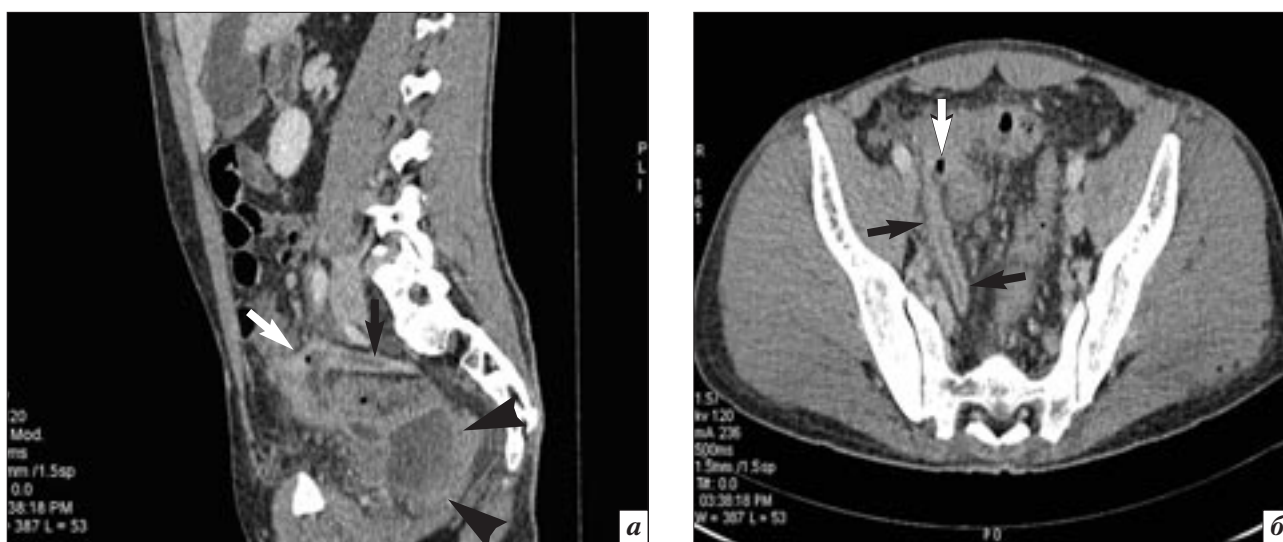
МСКТ-картина у пациента с острым гангренозным аппендицитом, абсцессом: *а* – сагиттальная реконструкция; *б* – аксиальная проекция. Аппендикс увеличен в размерах (черные стрелки), определяются пузырьки газа в основании аппендикса (белые стрелки), в полости малого таза визуализируется неправильной формы абсцесс (головки черных стрелок).
